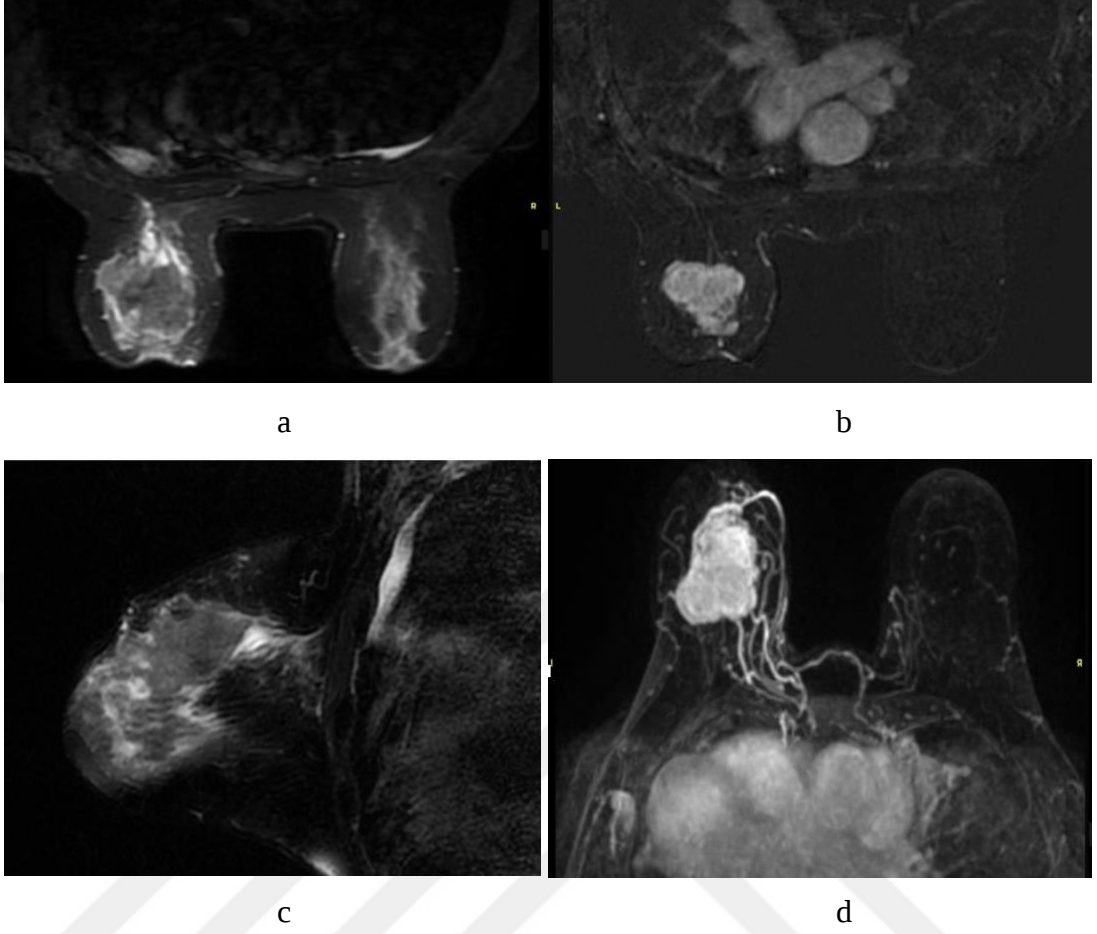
Olgunun preoperatuar MRG incelemesinde; aksiyel ve sagittal STIR TSE görüntülerde (b,c) sol meme orta dış kadranda 2.5 cm boyutunda kitle ve eşlik eden yaygın ödem görülüyor. Sağ aksillada bir adet yuvarlak lenf nodu mevcut. Aksiyel subtraction görüntülerde (a) heterojen halkasal tarzda kontrastlanan kitle MIP görüntülerde kitle ve yuvarlak şekilli bir adet lenf nodu mevcut.
